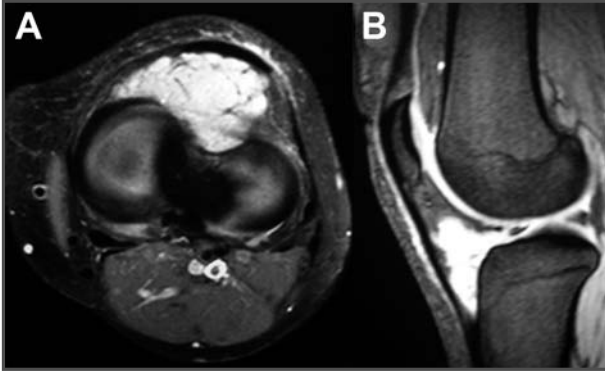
Resonancia magnética: tumoración en la grasa de Hoffa.
